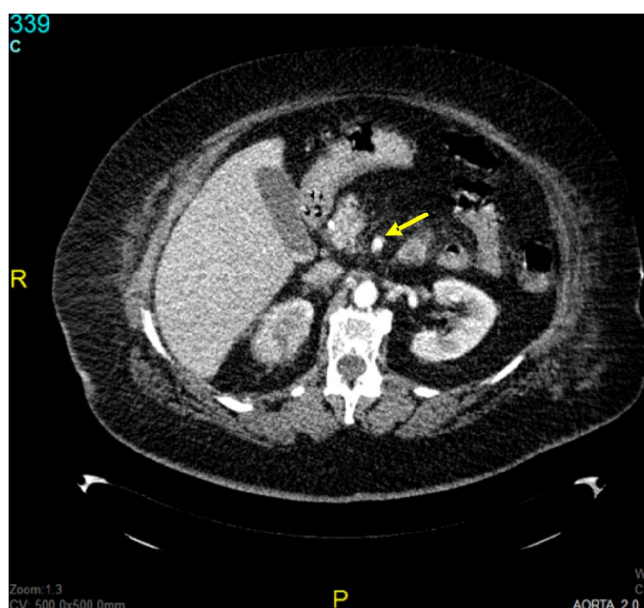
TC abdominal: tromboembolisme de l'artèria mesentèrica superior
